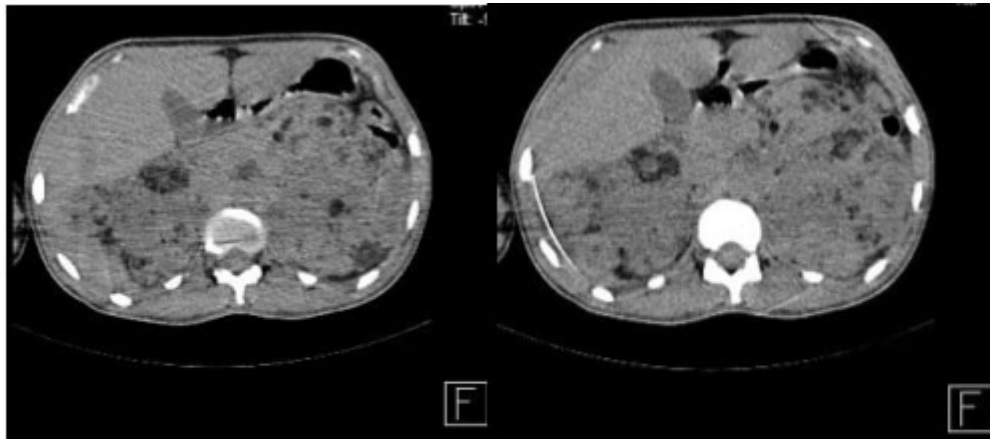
Paciente femenina de 27 años con angiomiolipoma renal bilateral. En imágenes axiales de TAC no contrastada se muestra angiomiolipoma masivo bilateral que esta reemplazando a ambos riñones.
